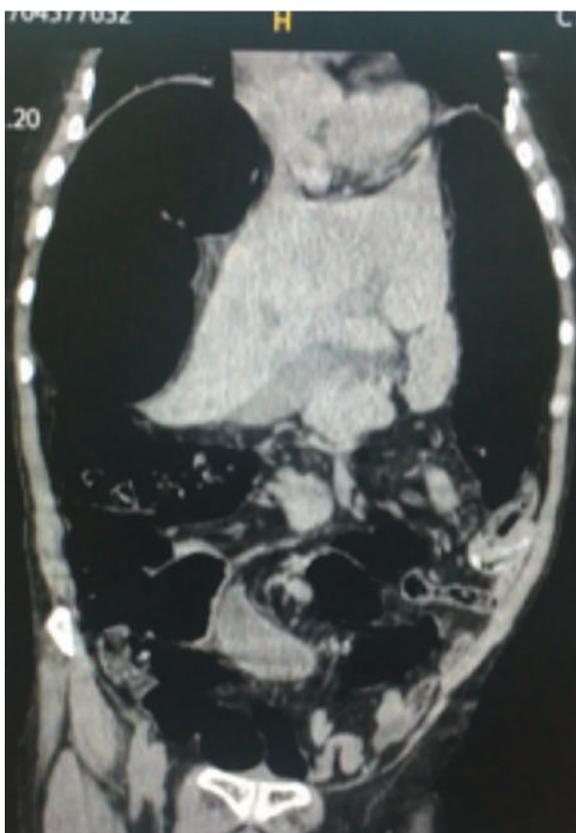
Tomografía de Abdomen Corte Coronal
